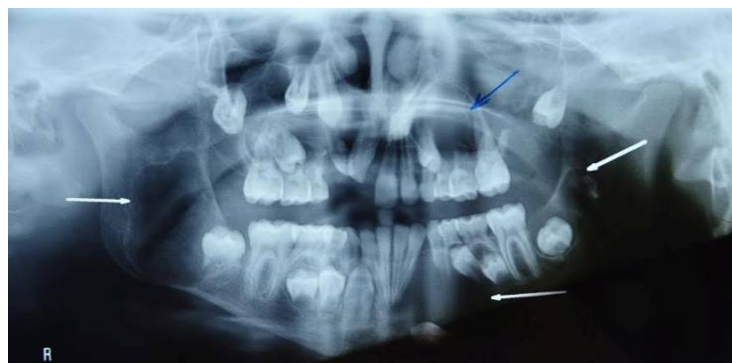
Orthopantomogramme de la patiente.
